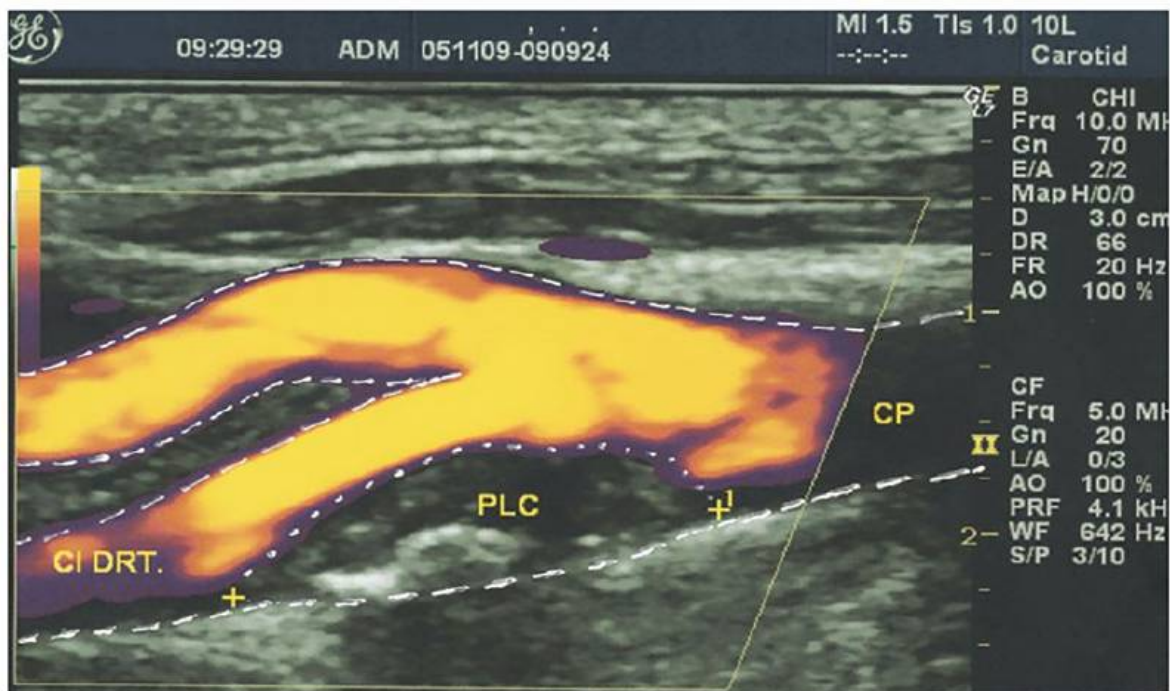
ECO-DOPPLER COR. Eixo Carotídeo com placa ateromatosa estenosante, heterogénea de contornos nítidos e regulares
